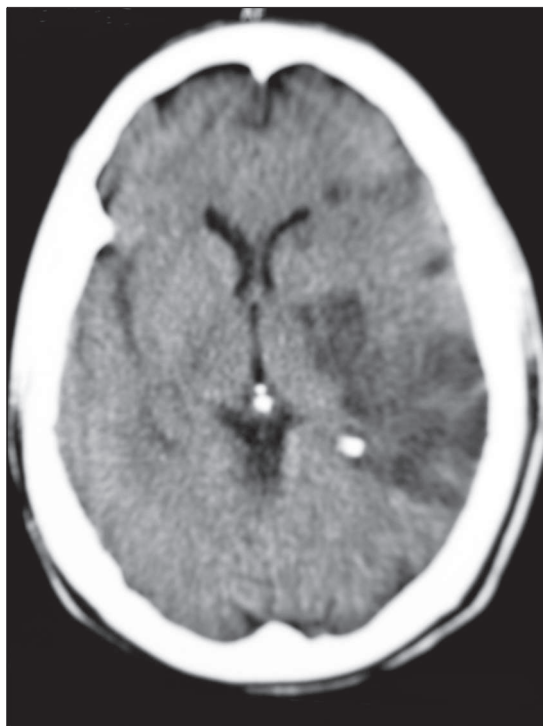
TC crânio mostrando área hipodensa em região temporal, superficial e profunda, à esquerda.
